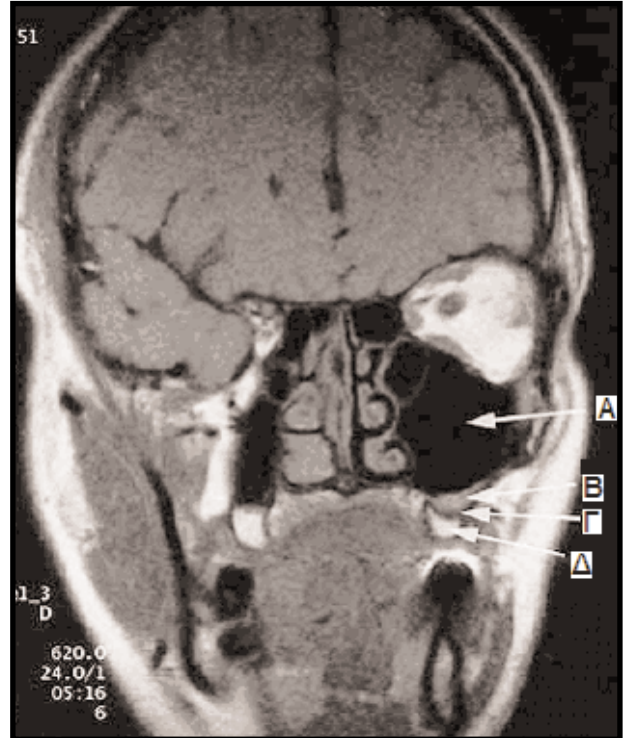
Εγκάρσια διαφράγματα στο ιγμόρειο όπως φαίνονται στην MRI.
